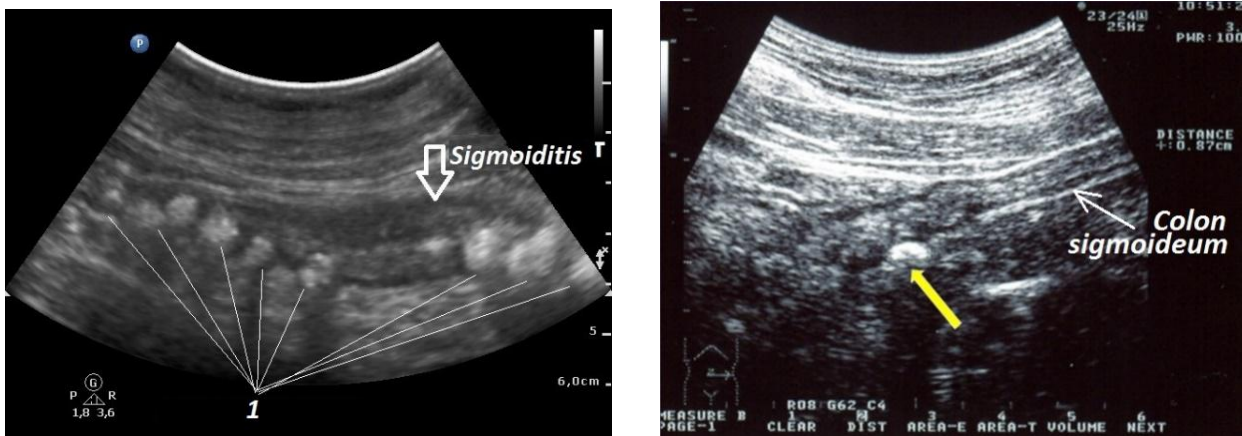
УЗИ сигмовидной кишки: А. 1 – Множественные дивертикулы (дивертикулярная болезнь). Сегментарный сигмоидит; В. Дивертикул на задней стенке кишки содержит копролит, без признаков воспаления.
